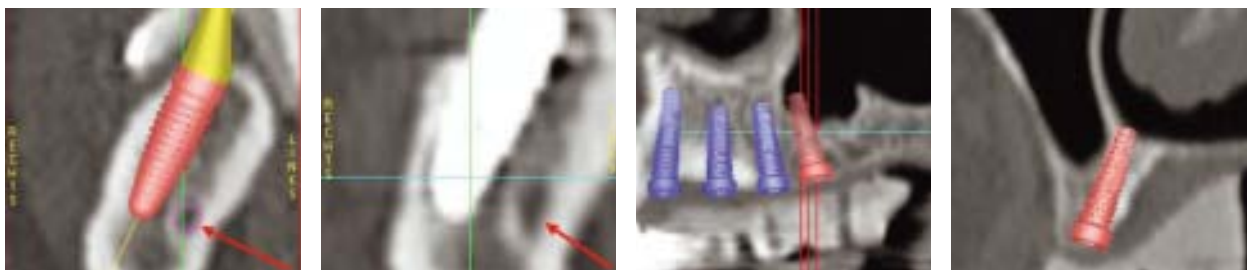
Virtuelle CT-Planung Cross sectional Regio 47. – Abb. 16: Post OP Kontroll-CT Cross sectional Regio 47. – Abb. 17: Panoramaschicht. – Abb. 18: Cross Sectionalschicht.
